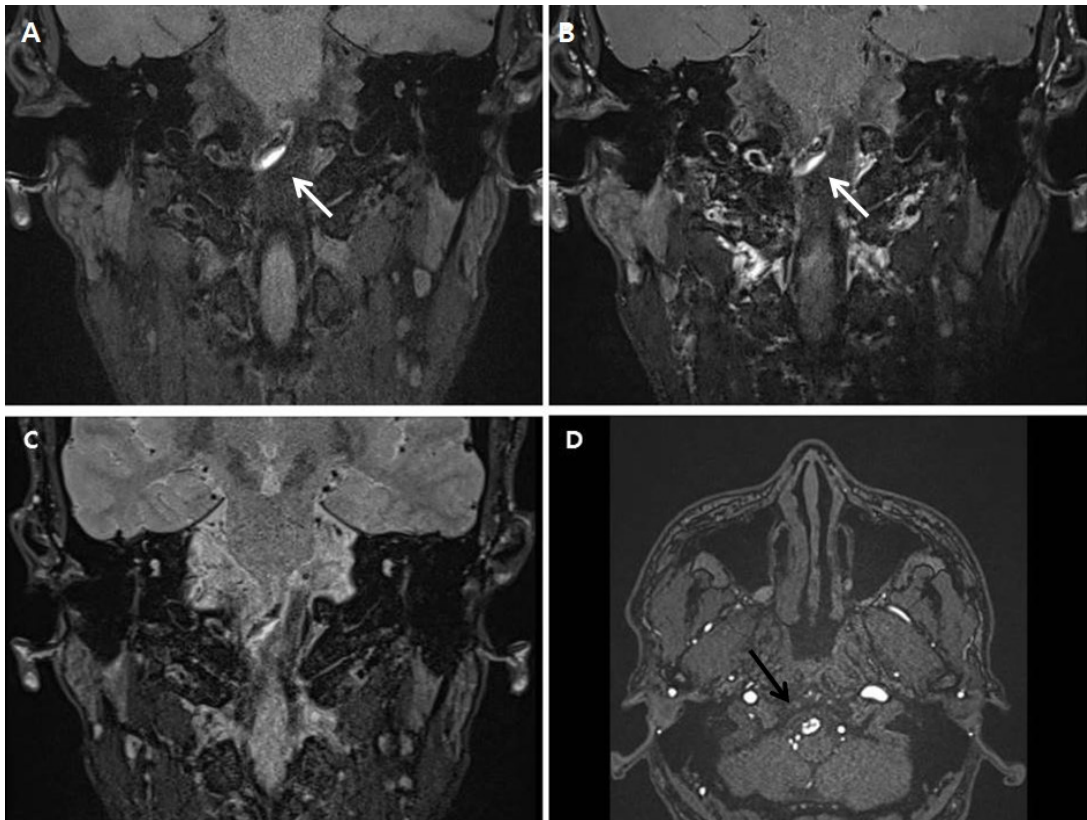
High resolution brain MRI of case 1 subject. Intramural hematoma(white arrow) presenting as high signal intensity on T1WI(A) and T2WI(B). Contrast-enhanced T1-weighted image showing weak enhancement(C). Source image showing Intimal flap and double lumen sign(D).
